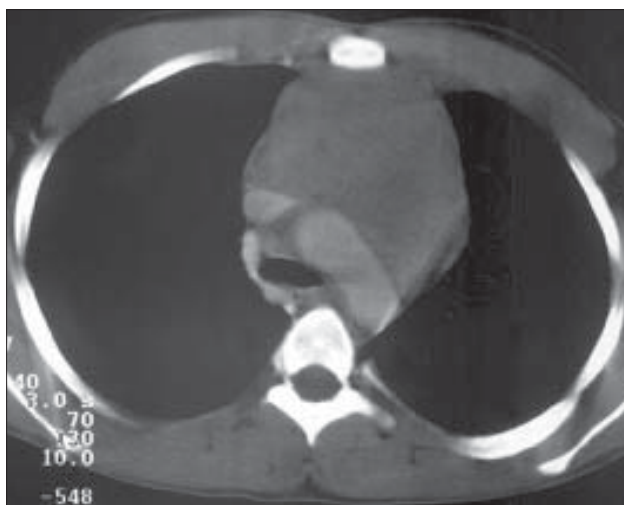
Limfom. Secțiuni toracice axiale CT a) Adenopatie în loja Baret, hiperplazie timică.
